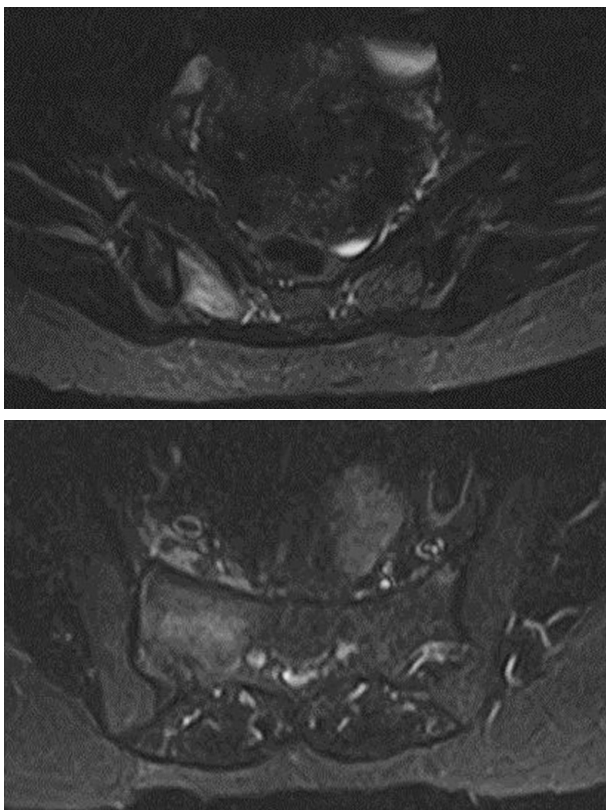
МРТ сакроілеальних зчленувань (30.05.2023)
